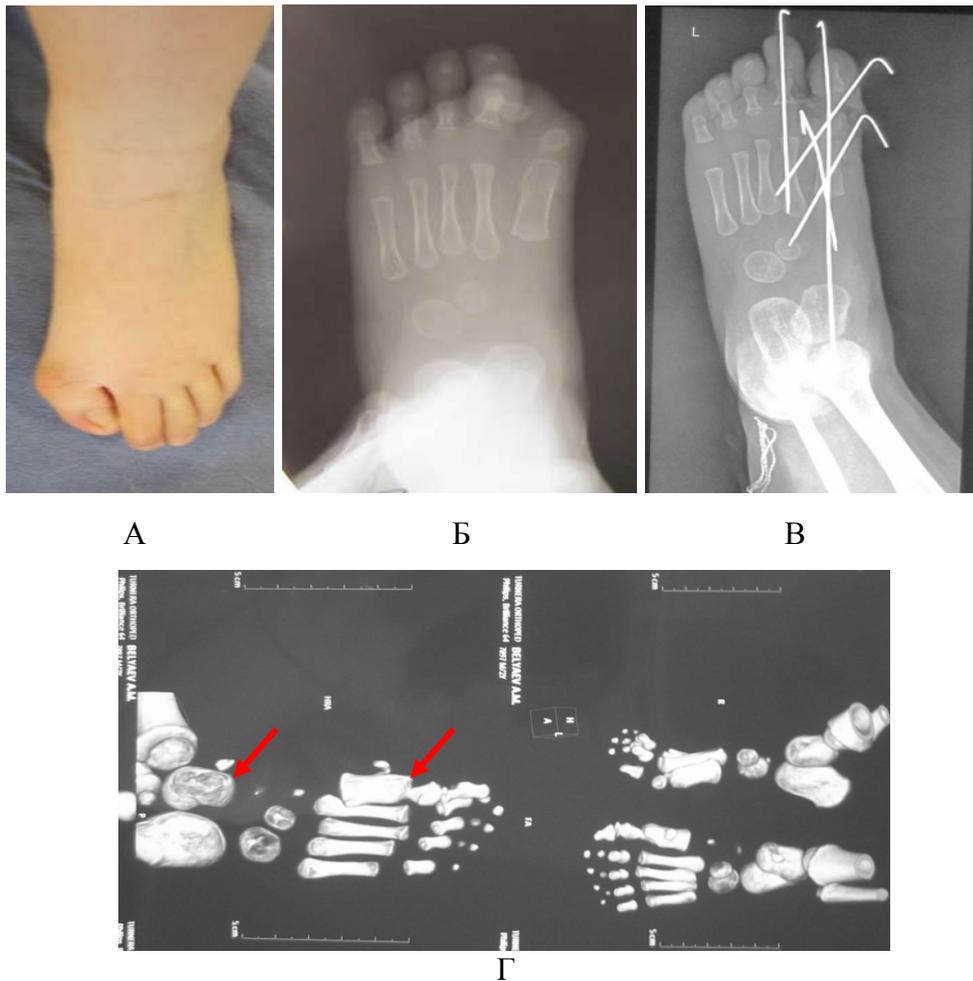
Фото стопы, рентгенограммы и СКТ пациента Б, 10 мес., с диагнозом врожденная вальгусная деформация первого луча. ФОП (А – фото стопы до оперативного лечения, Б – рентгенограмма стопы подошвенной проекции. В – рентгенограмма стопы после коррекции деформации, Г – СКТ стоп через 3 месяца – образование оссификатов на тыльной поверхности первой плюсневой и таранной костей)
